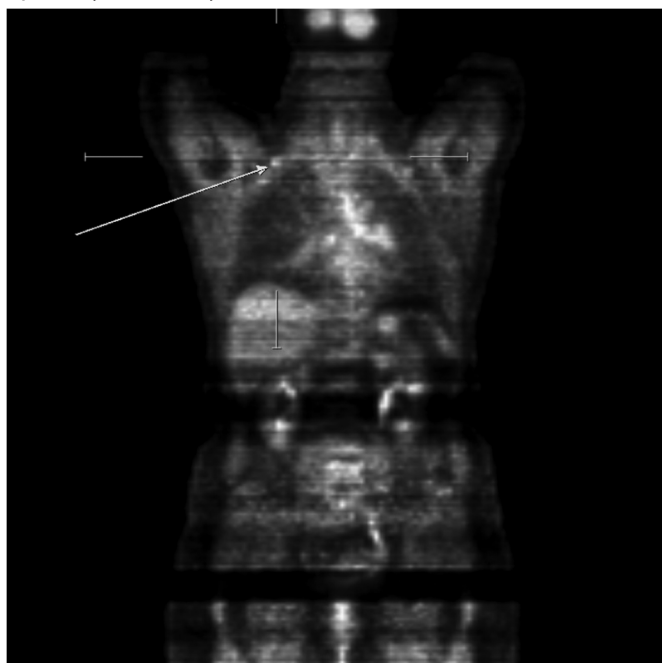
ПЭТ-КТ от января 2022 г.
